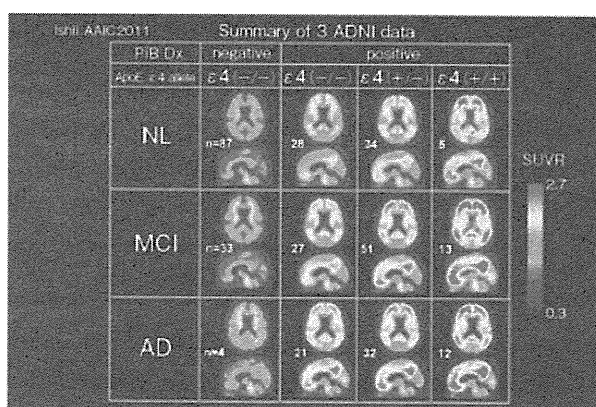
J-ADNI、ADNI、AIBLのアミロイドPETの平均画像
